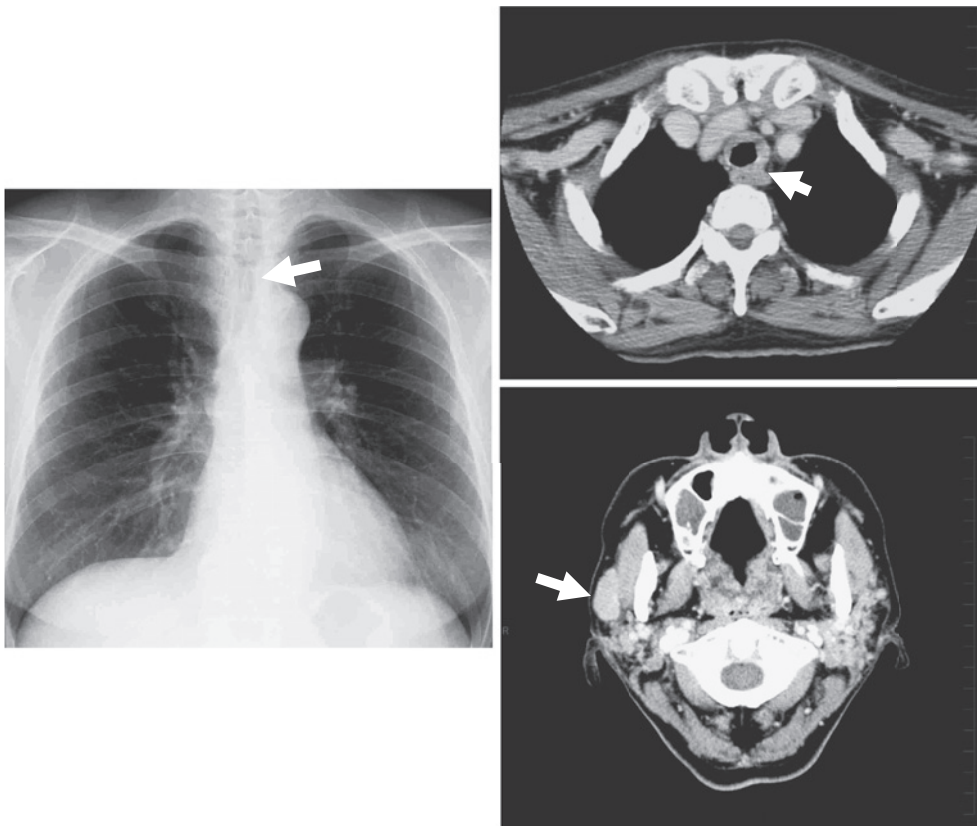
Chest X-ray film on admission shows the narrowing of the trachea (arrow). Cervicothoracic CT scan revealed a 2.5-cm parotid tumor on the right side, and a thickened trachea (arrow).
